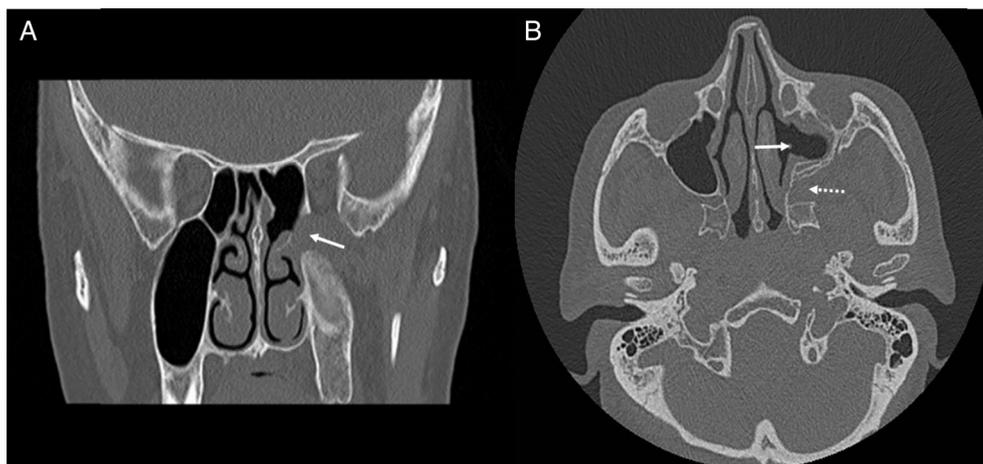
Imagens de TC obtidas após a cirurgia. (A) TC coronal. Não se nota recorrência do tumor na fossa pterigopalatina (a seta indica a fossa pterigopalatina); (B) TC axial. O seio maxilar e a fossa pterigopalatina esquerdos estão normais (a seta indica a antrostomia meatal ampla e a seta pontilhada indica a fossa pterigopalatina).
